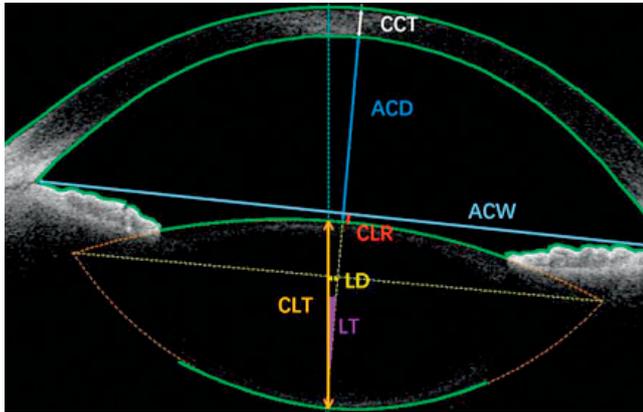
Графическая визуализация глаза при помощи прибора оптической томографии CASIA2 перед осуществлением циклоплегии
